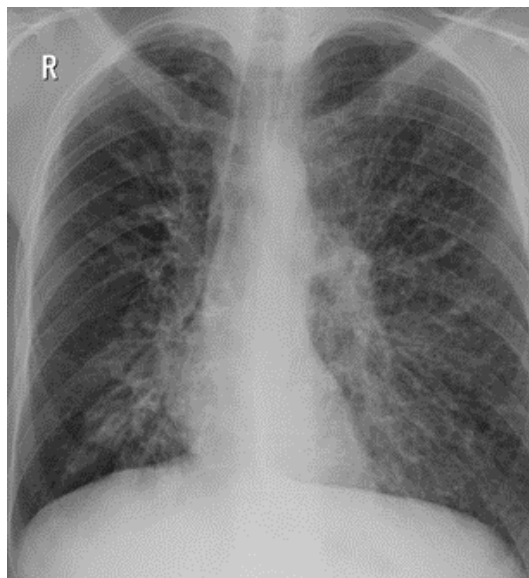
Рентгенограма органів грудної порожнини хворого С., 23 років.
